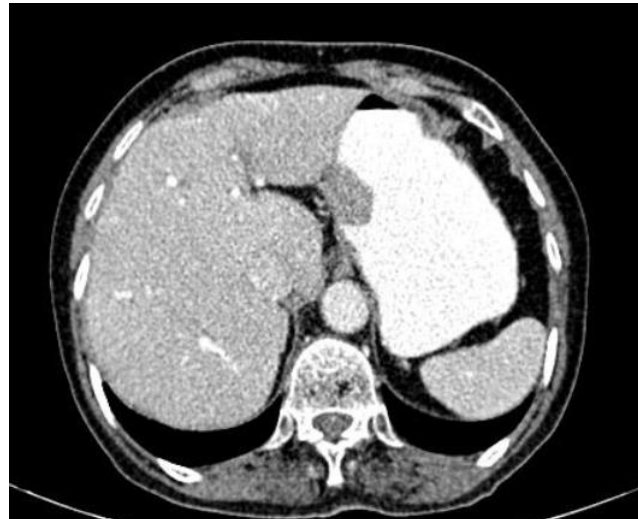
Asintomático. Diagnóstico incidental. TC corte sagital: masa lobulada que surge de la pared de la curvatura mayor del estómago y se extiende hacia el espacio gastrohepático.
